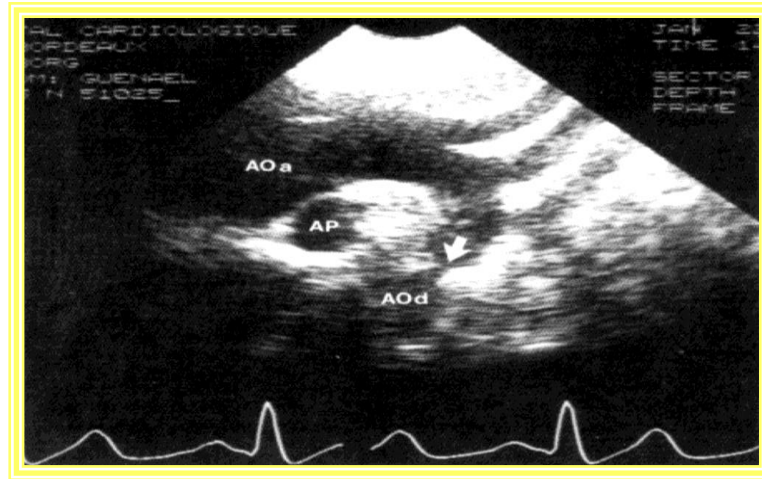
Image Échocardiographie d'une coarctation de l'aorte
